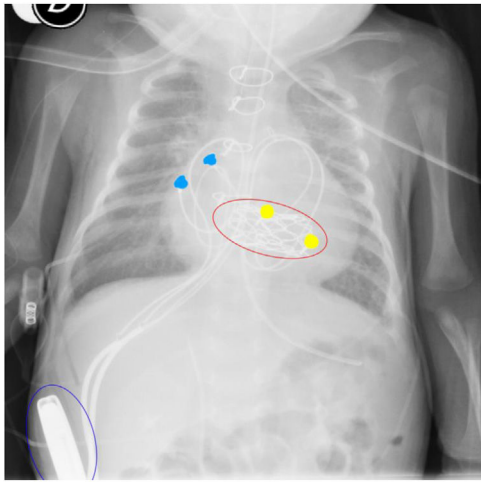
Radiografía toracoabdominal donde se observa la válvula Melody® en posición mitral (óvalo rojo), electrodos epicárdicos de contacto en aurícula derecha (puntos azules), electrodos epicárdicos de contacto en VD (puntos amarillos) y generador de marcapasos bicameral en bolsillo paralumbiar derecho retromuscular (óvalo azul).
